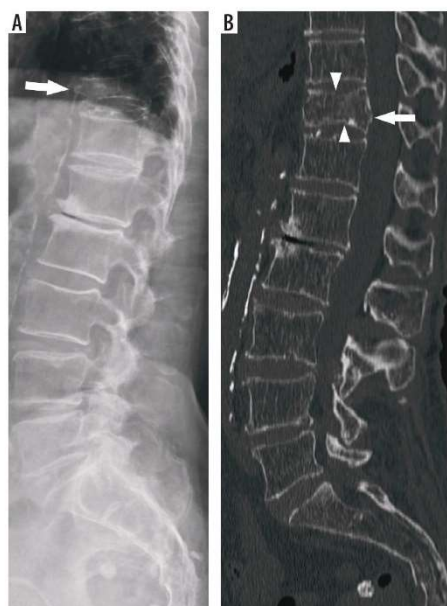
Vertebral body type A4 fracture in a 91-year-old woman who reported to the emergency department after a fall from standing height. A) Lateral radiograph of lumbar spine shows T11 vertebral body biconcave deformity with anterior cortex angulation interpreted as chronic deformity (arrow). B) Sagittal computed tomography images of lumbar spine demonstrate T11 vertebral body fracture (complete burst fracture) involving both endplates (arrowheads) and posterior wall (arrow)
